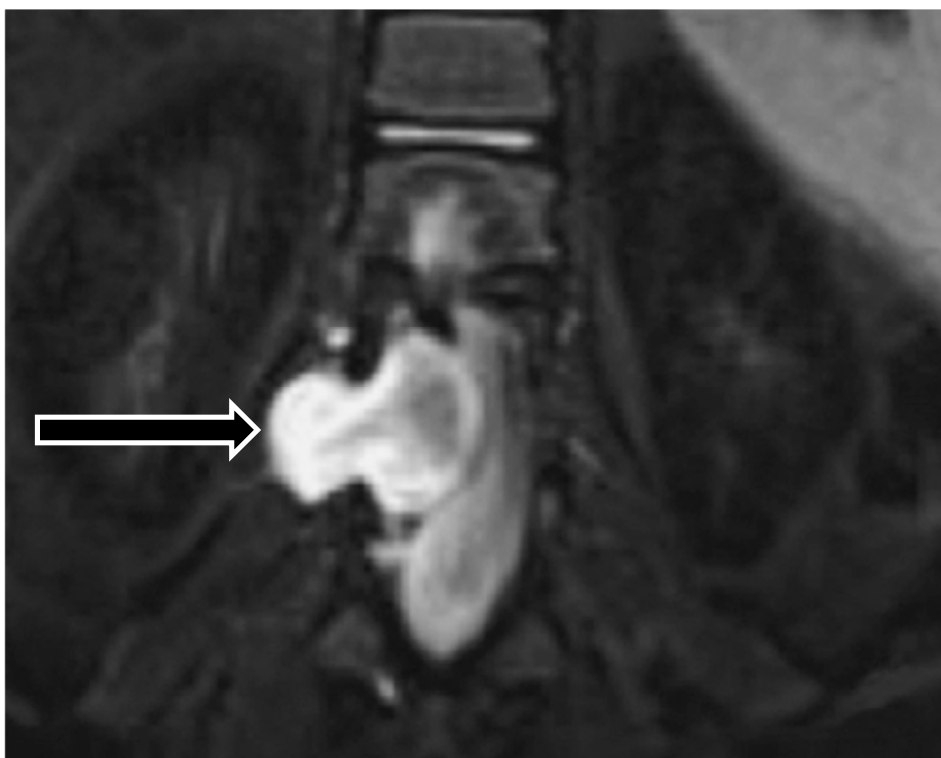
IRM du rachis, coupe coronale en inversion récupération (STIR).
